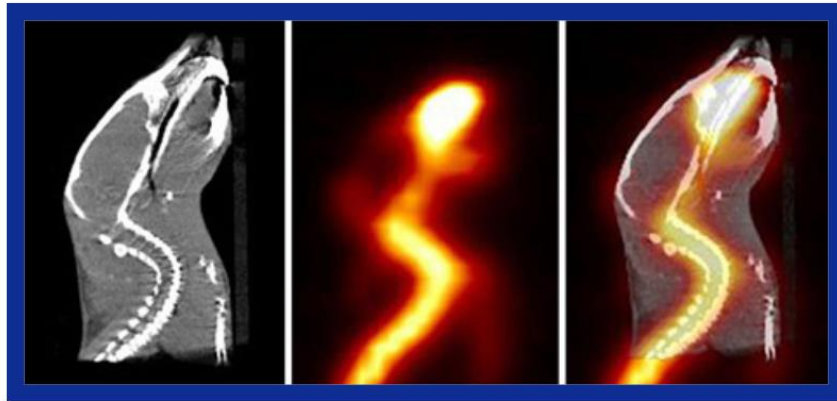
Comparativa imágenes TAC, PET y PET/TAC³³
